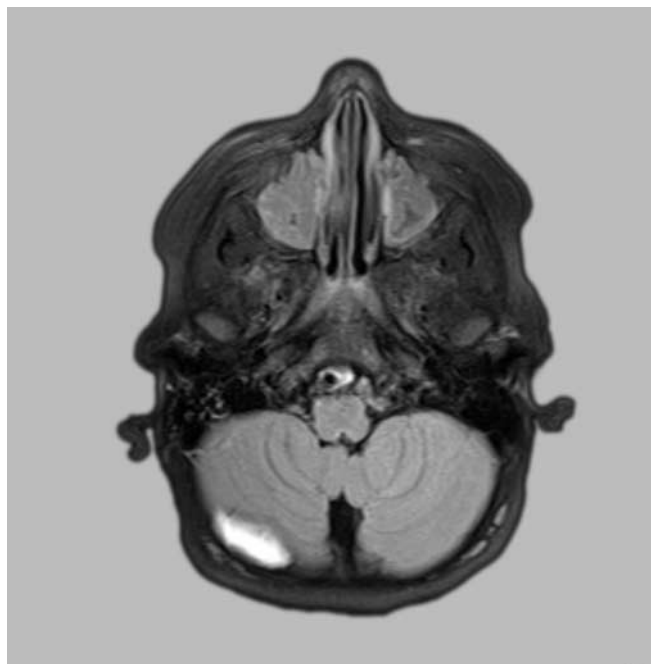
TK głowy – pierwsze badanie: w okolicy prawej półkuli mózdzku widoczny jest krwiak podtwardówkowy (w płaszczyźnie poprzecznej), b. TK głowy – pierwsze badanie: w okolicy prawej półkuli mózdzku widoczny jest krwiak podtwardówkowy wielkości ok. 36 x 17 x 31 mm (w płaszczyźnie czołowej)
